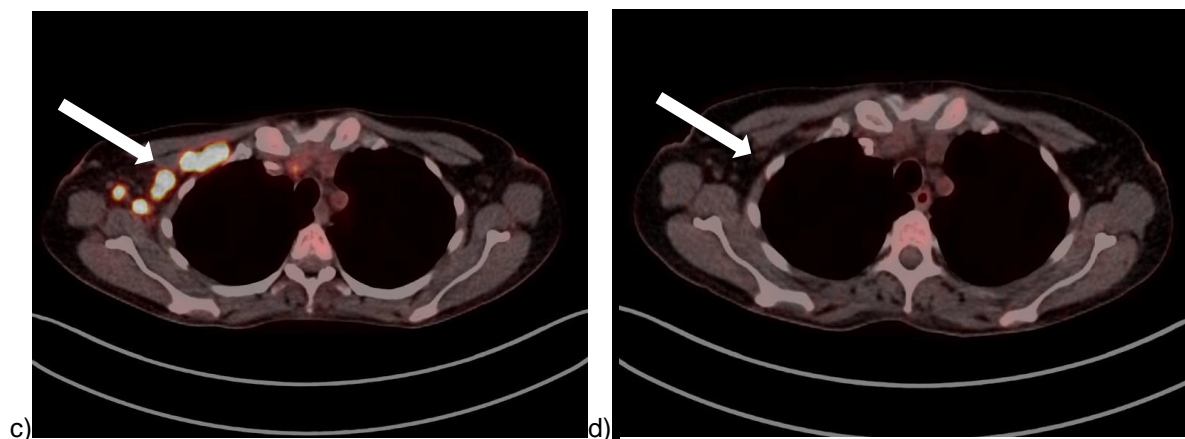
Komplette Remission nach RIT: c) Prätherapeutisches PET-CT-Scan in axialer Schnitfführung und b) Posttherapeutisches PET-CT-Scan in axialer Schnitfführung (12 Wochen nach RIT).*
